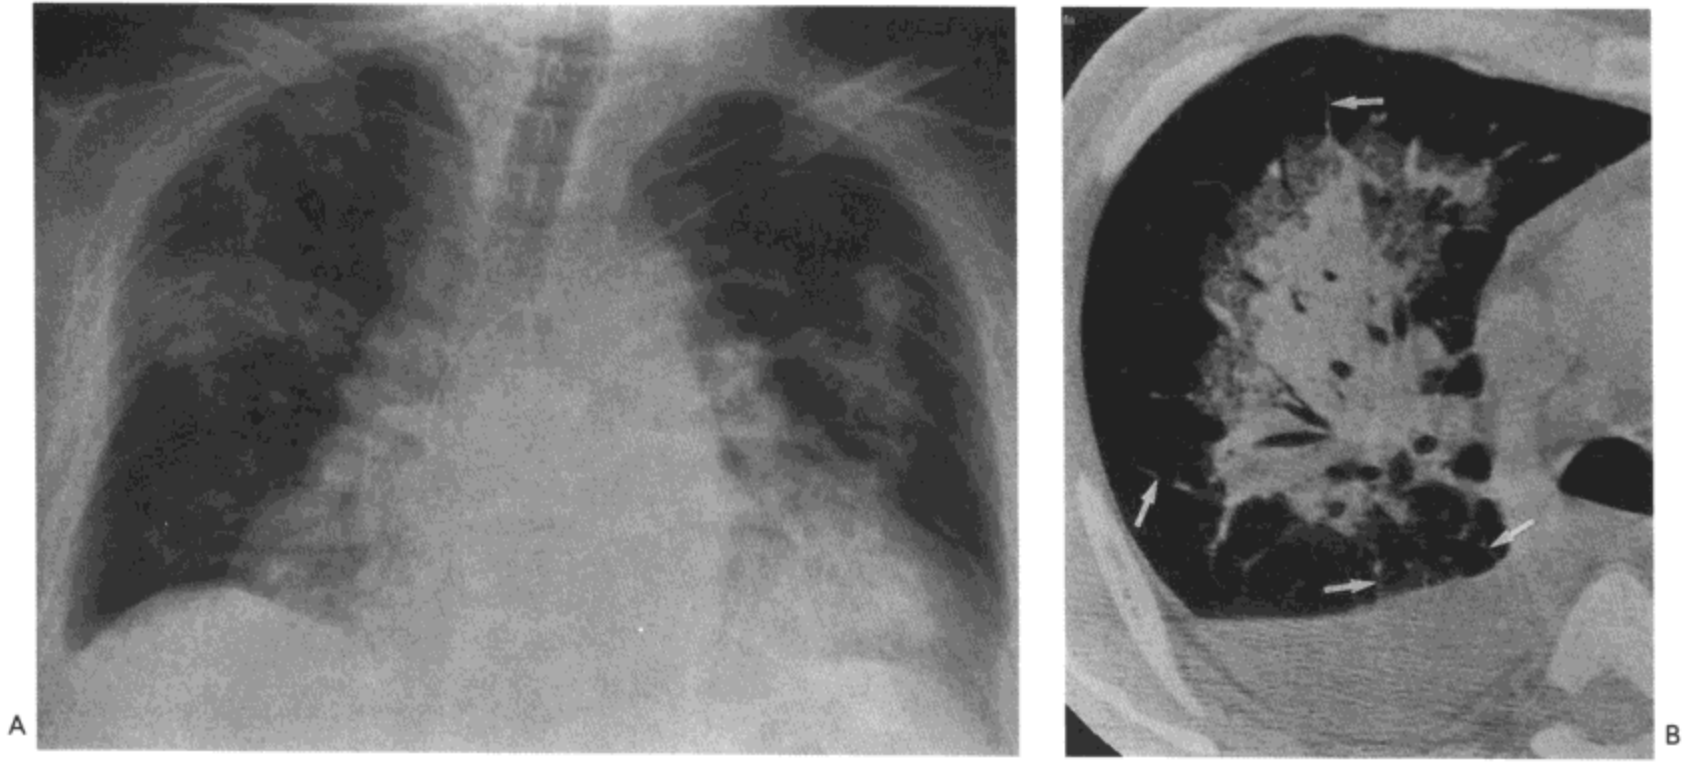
肺泡性肺水肿。A: X 线胸片示双侧主要累及周围肺（蝶形影）的肺实变，与心脏增大。B: 右肺的高分辨率 CT 影像显示主要位于肺门周围的肺实变，小叶间隔（箭号）平滑增厚与胸腔积液。病人男，52 岁，患左心衰。
